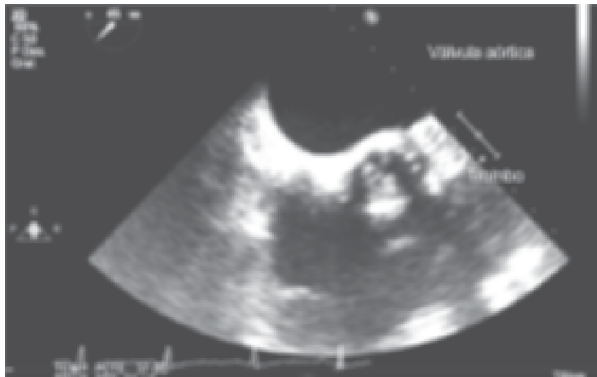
Ecocardiografía transesofágica tridimensional que muestra trombosis de prótesis valvular biológica en posición aórtica.
